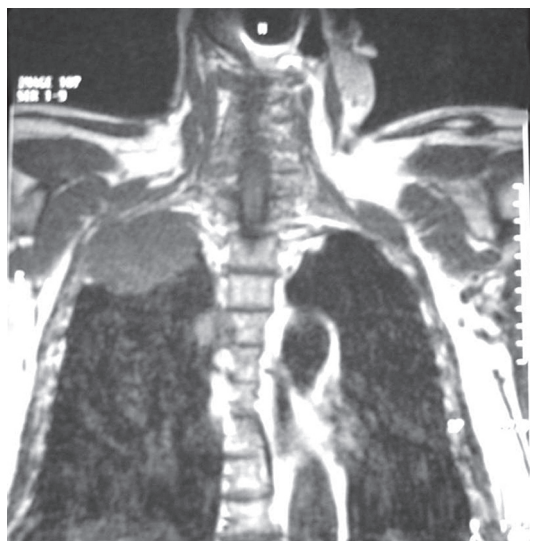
Tumor de Pancoast. Ressonância magnética de tórax em corte coronal, exibindo o acometimento costal, com importante erosão óssea.
